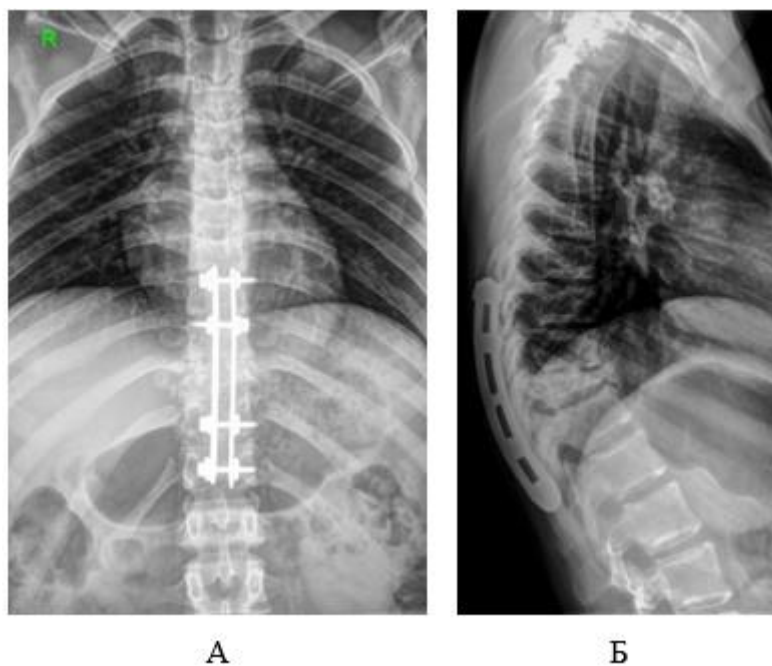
Рентгенограммы позвоночника при поступлении в ФГБУ НИДОИ им. Г.И. Турнера: А – прямая проекция; Б – боковая проекция
